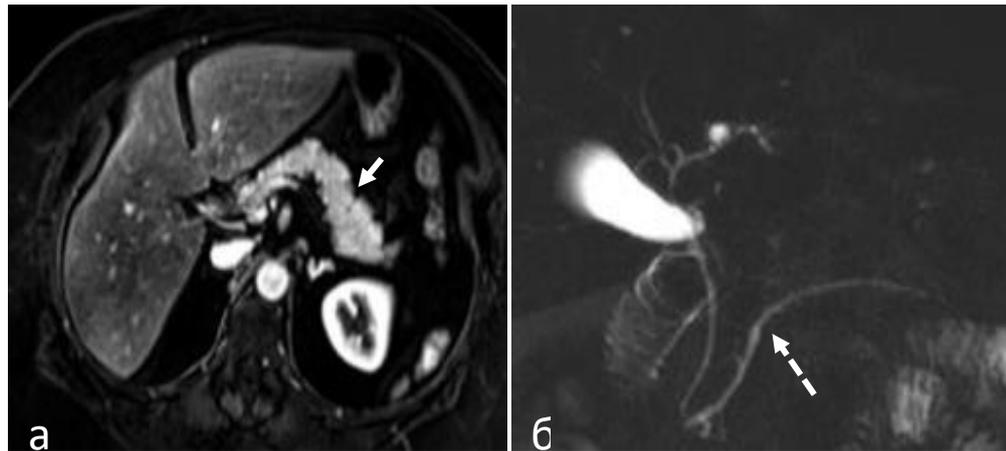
МРТ у пациентов с клинико-лабораторными признаками раннего ХП: а - магнитно-резонансная томограмма в аксиальной плоскости в T1-взвешенном изображении после внутривенного контрастирования, сплошной стрелкой показана ПЖ; б – МР-холангиопанкреатограмма, пунктирной стрелкой показан главный панкреатический проток.
